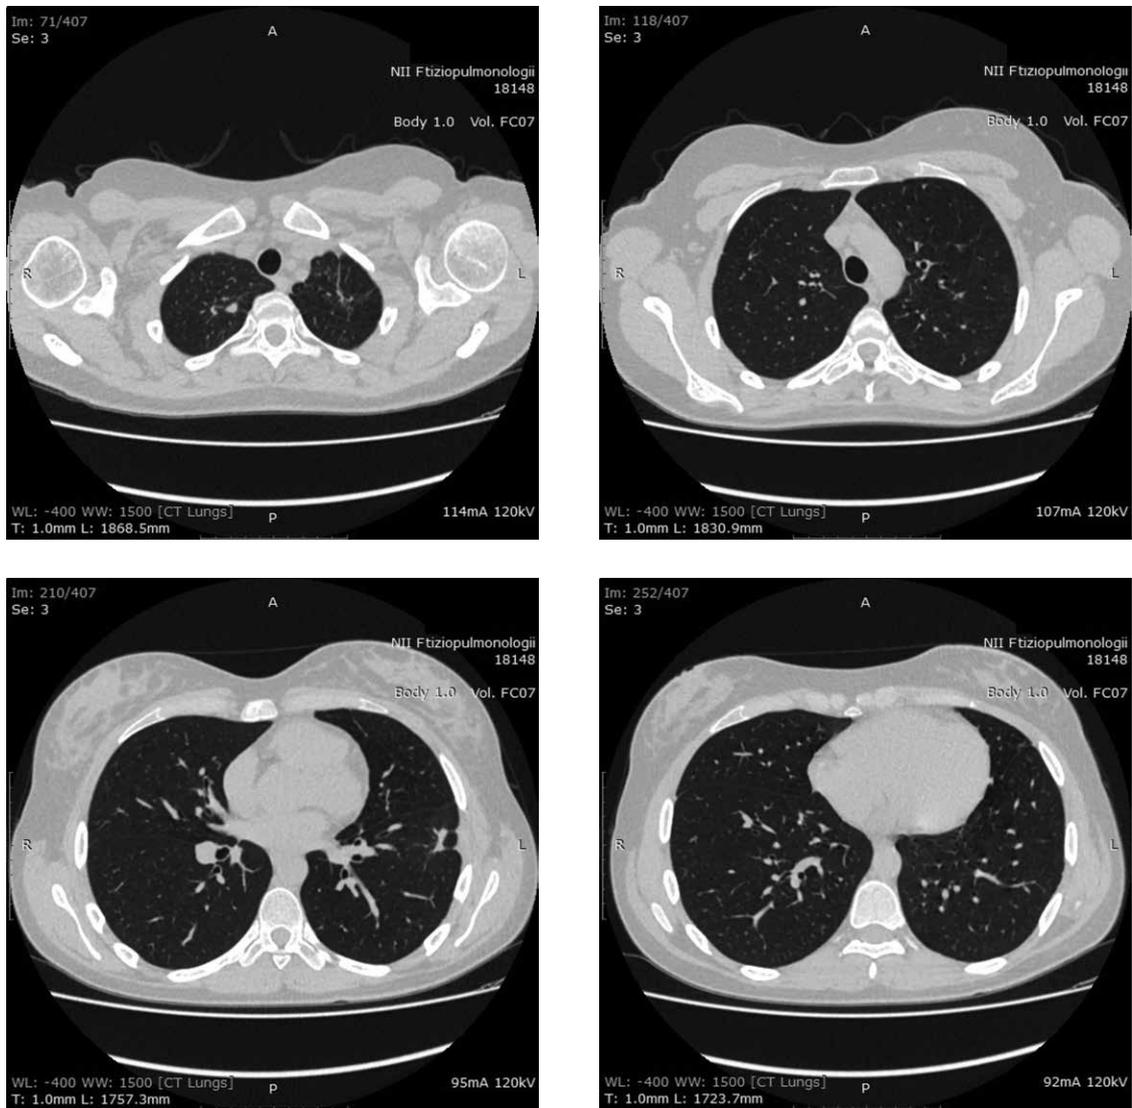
МСКТ ОГК от 30.05.2018. Сохраняются единичные плотные очаги в зоне фиброза
